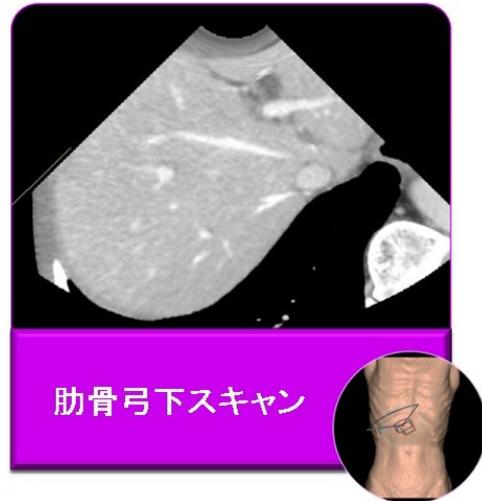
肝臓の肋骨弓下スキャン(CT 画像)
